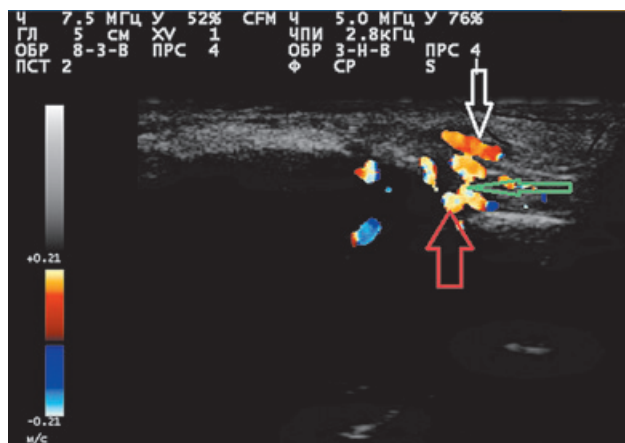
Triplex ultrasound angioscan of the patient L. 6 y. o. Anastomosis (green arrow) between the superficial temporal artery (white arrow) and cortical branches (red arrow) is visualized
